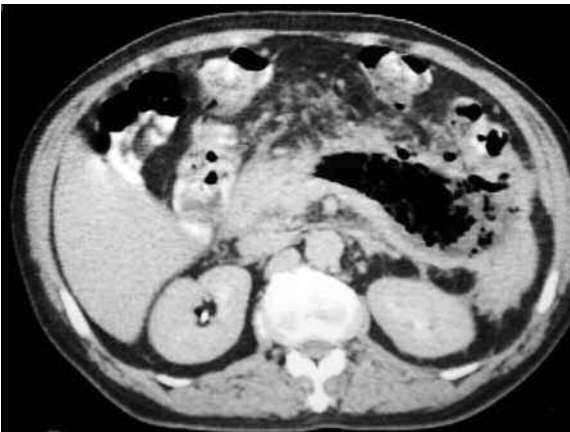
Pancreatitis grado E. TC: presencia de zonas con aire en el lecho pancreático y en el espacio pararenal anterior.
